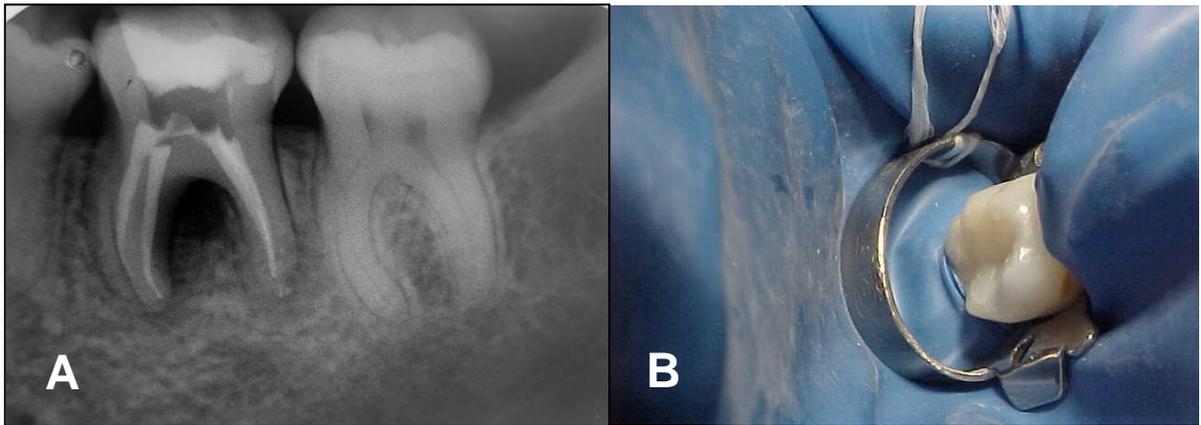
A. Radiografia final após tratamento endodôntico concluído. B. Visão clínica após restauração oclusal em resina composta.
